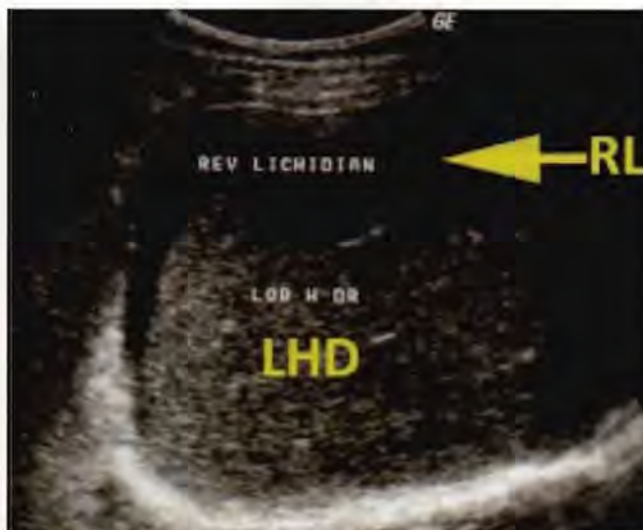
Ecografie FAST. Evidențierea lichidului peritoneal liber la nivel prehepatic. LHD – lob hepatic drept. RL – revărsat lichidian (colecția SCUB).
